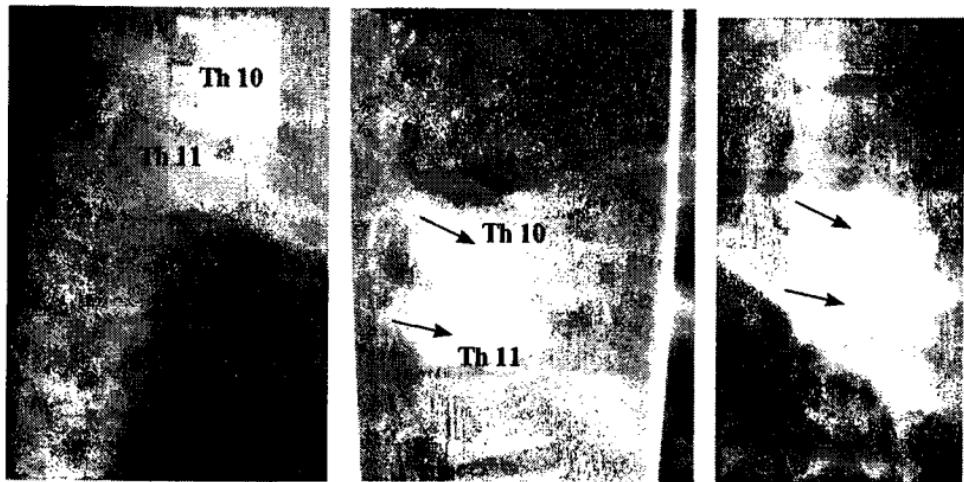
а) Предоперационное рентген-исследование; б) боковая и передне-задняя рентгенограмма того же больного после вертебропластики (тела Th 10 и Th 11 заполнены с применением двух игл — полное заполнение).
